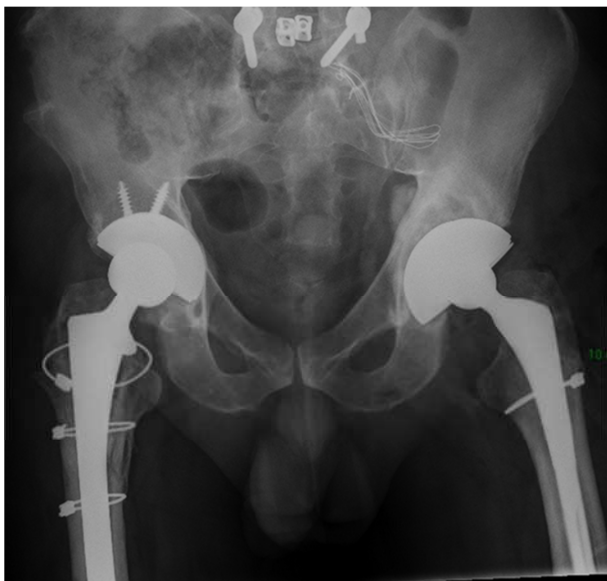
Radiografía simple en la que se aprecia el recambio del cotillo izquierdo.
